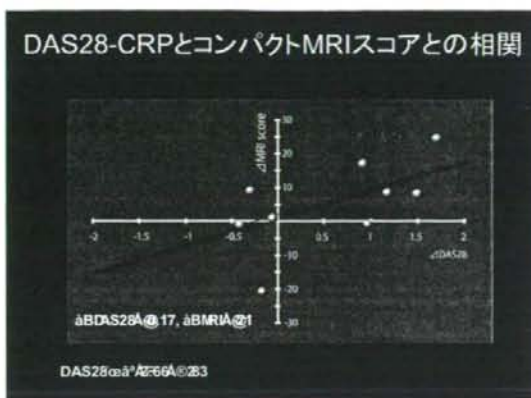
コンパクトMRIスコアとDAS-28との相関
